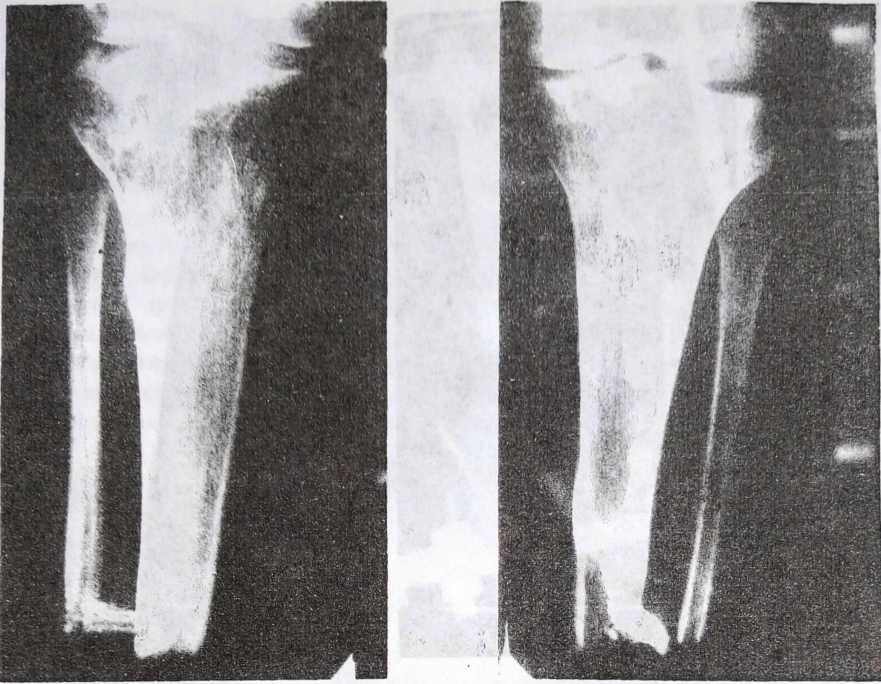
Фото рентгенограм. Приклад двобічної ампутації гомілок з формуванням і без формування синостозу. Термін 1 рік.
